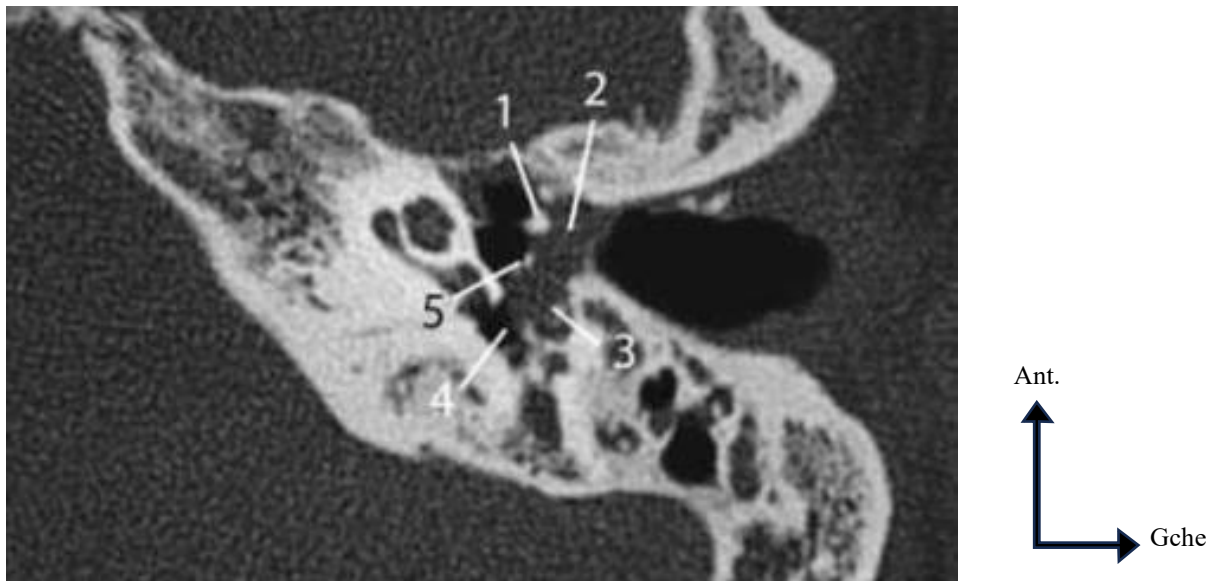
Cholestéatome de l'attique externe prolongé vers l'attique interne et le récessus du facial. TDM, coupe axiale. (1) Col du marteau ; (2) comblement de la partie latérale du méso-tympan ; (3) comblement nodulaire du récessus du facial ; (4) partie antérieure du sinus tympani libre ; (5) longue apophyse de l'enclume grêle. [17]
